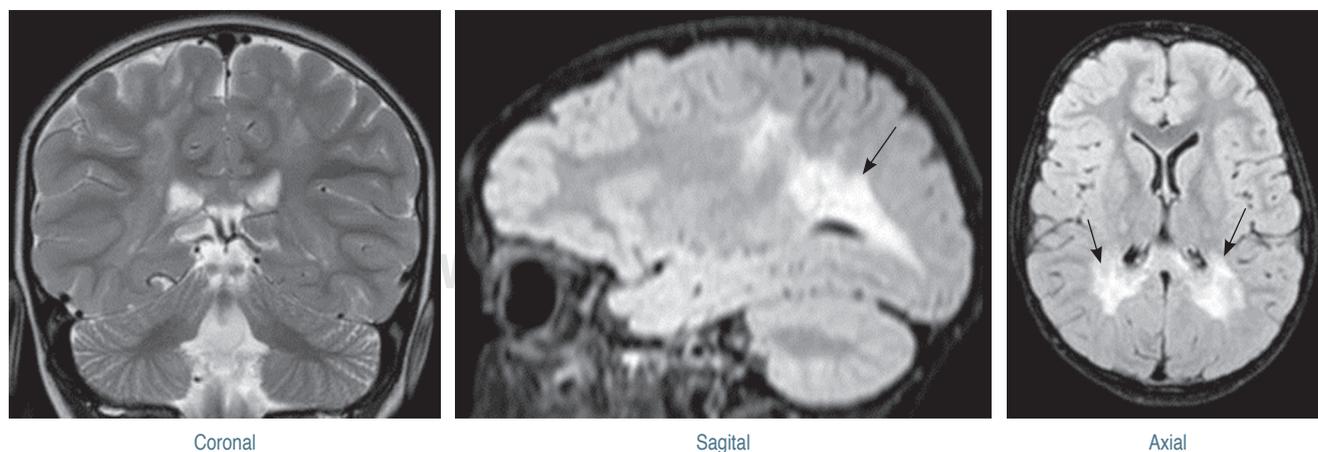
Imagen de resonancia magnética craneal, cortes coronal, sagital y axial donde se observa la desmielinización occipital y parietal.
